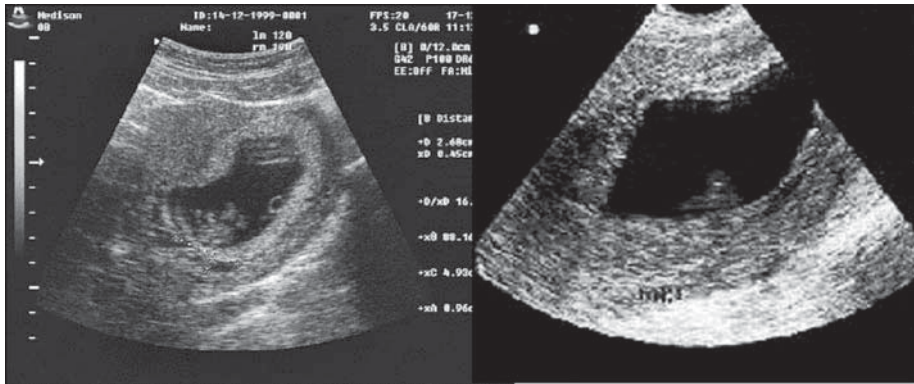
Неразвивающаяся беременность по типу гибели эмбриона (*missed abortion*). УЗИ
